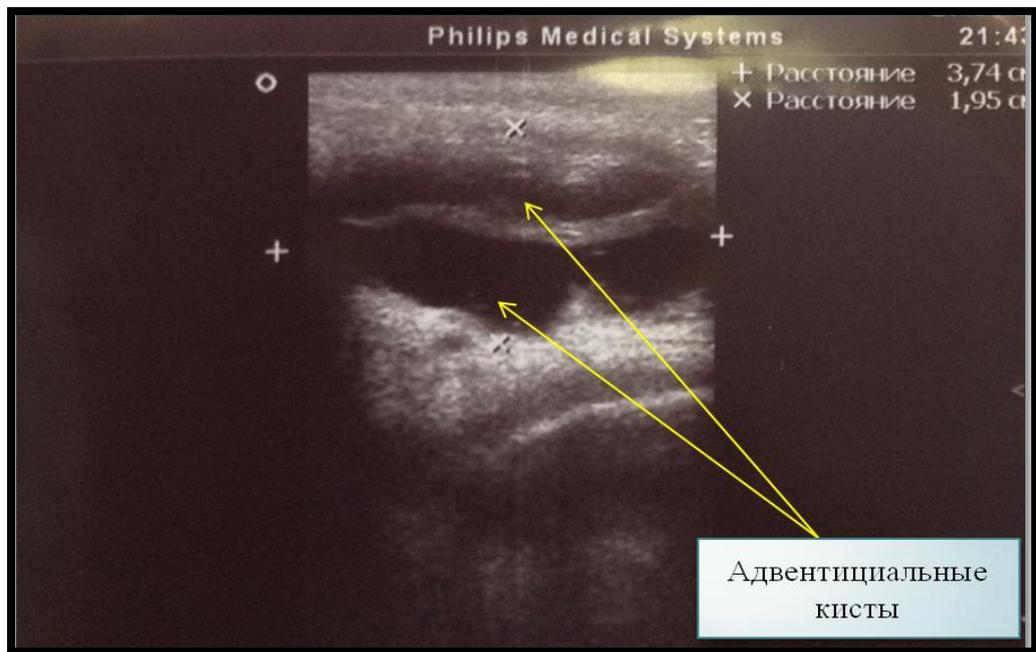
УЗИ подколенной области
